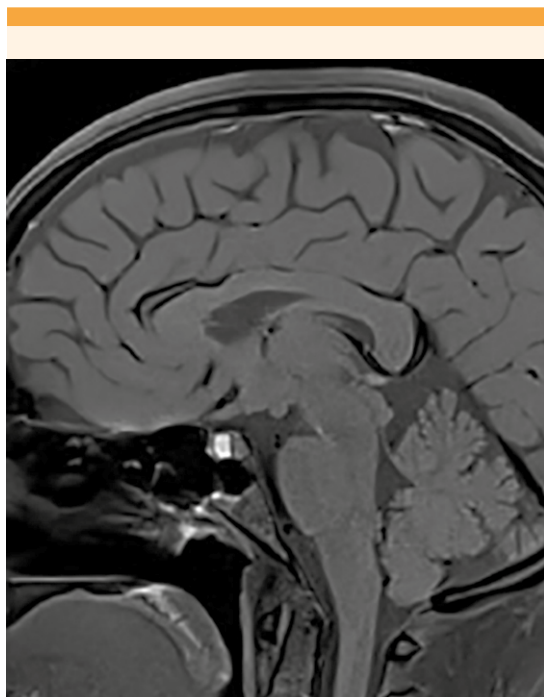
Resonancia magnética. Plano sagital. Hipófisis aumentada de tamaño, con imagen hiperintensa en adenohipófisis con efecto de masa, que sugiere hemorragia.
